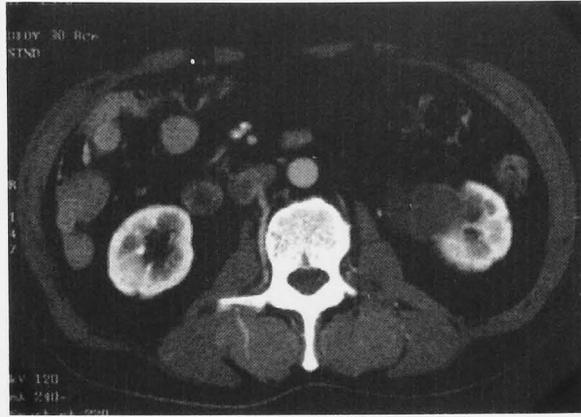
Enhanced computed tomography (CT) demonstrates a cystic renal mass with an internal slightly enhanced structure interpreted as a septum.
